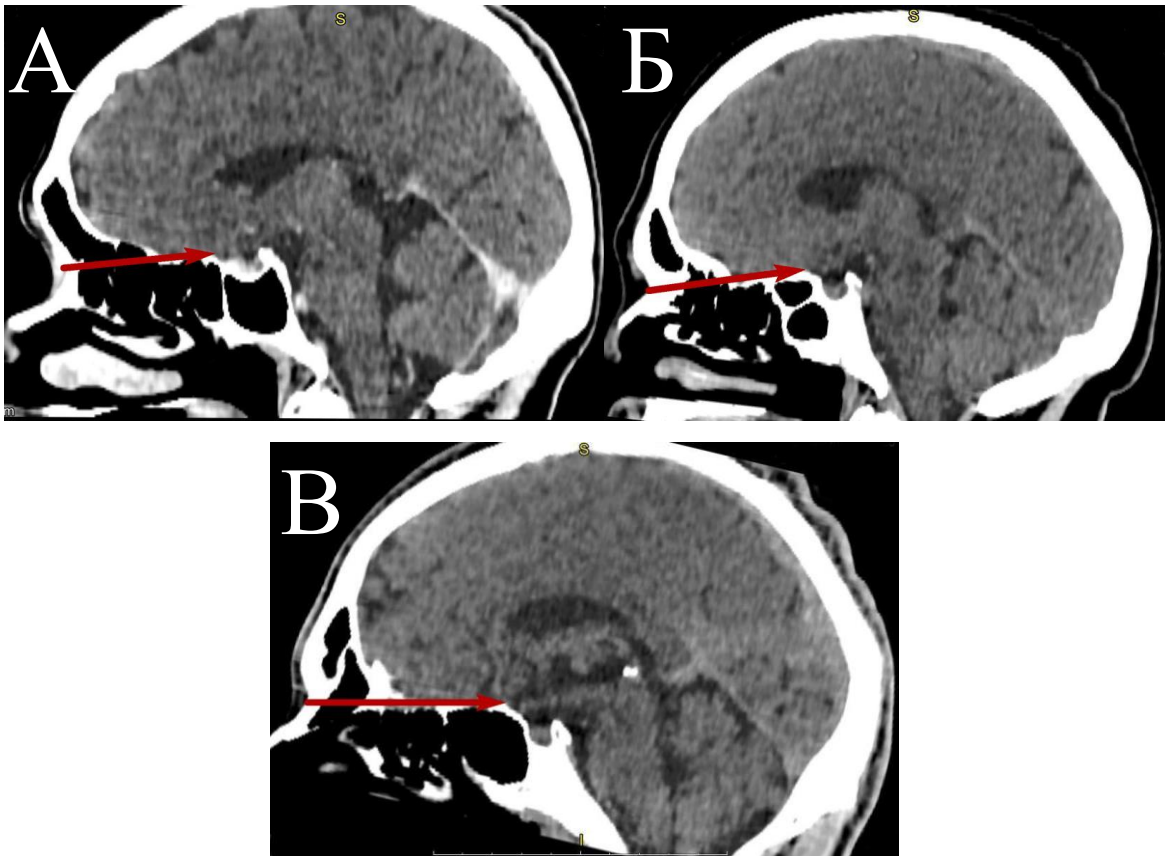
Відображення відстані від точки назіон до клиноподібного випину на КТ знімках голови людини зрілого віку: А – брахіцефали; Б – мезоцефали; В – доліхоцефали.
